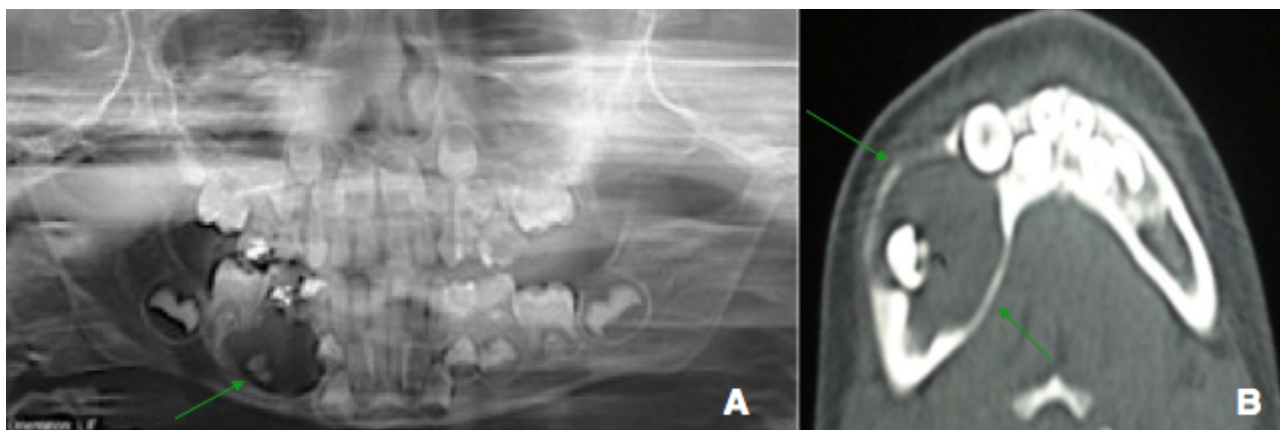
A) Radiografia panorâmica mostrando lesão radiolúcida envolvendo o germe dentário 45. B) Corte axial da tomografia de feixe helicoidal mostrando expansão das corticais ósseas vestibular e lingual.
